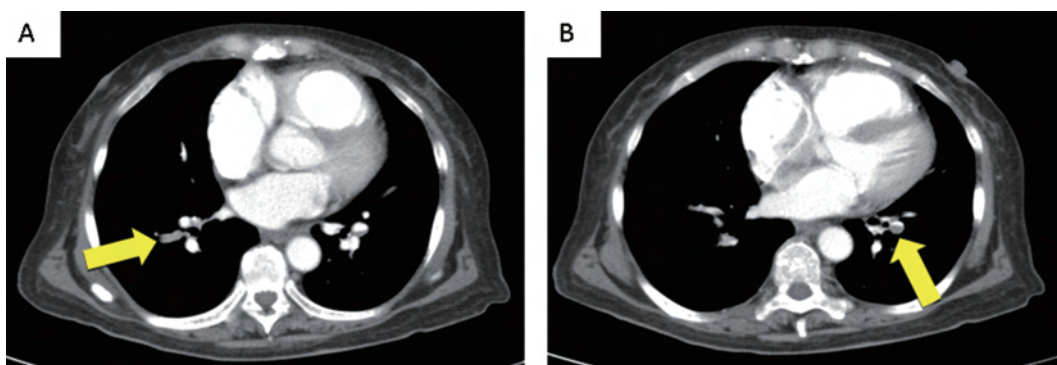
胸部造影CT検査：両側肺動脈に造影欠損を認める (A, B 黄色矢印)。
